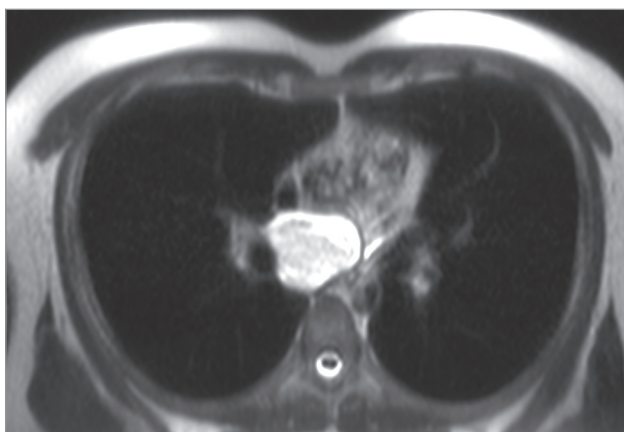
Магнитно-резонансная томография грудной клетки: бронхогенная киста заднего средостения
